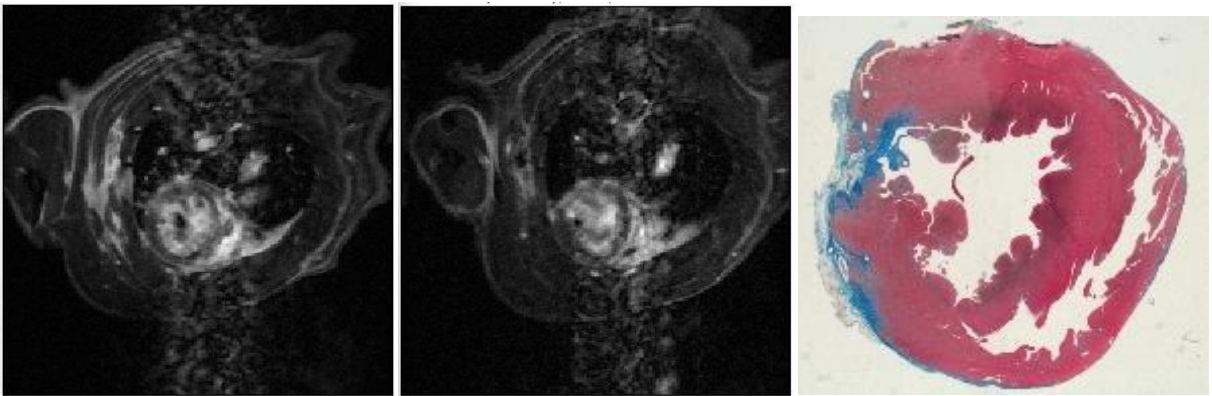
WK_16. En el primer corte de RM (3^{er} día) se observa una captación difusa de contraste en el miocardio, aunque se intuye una zona mejor delimitada en pared libre del VI. En el segundo corte de RM (4^a semana) se observa nuevamente captación de contraste en la misma zona. En el corte histológico se confirma la lesión que se había identificado en la RM.
